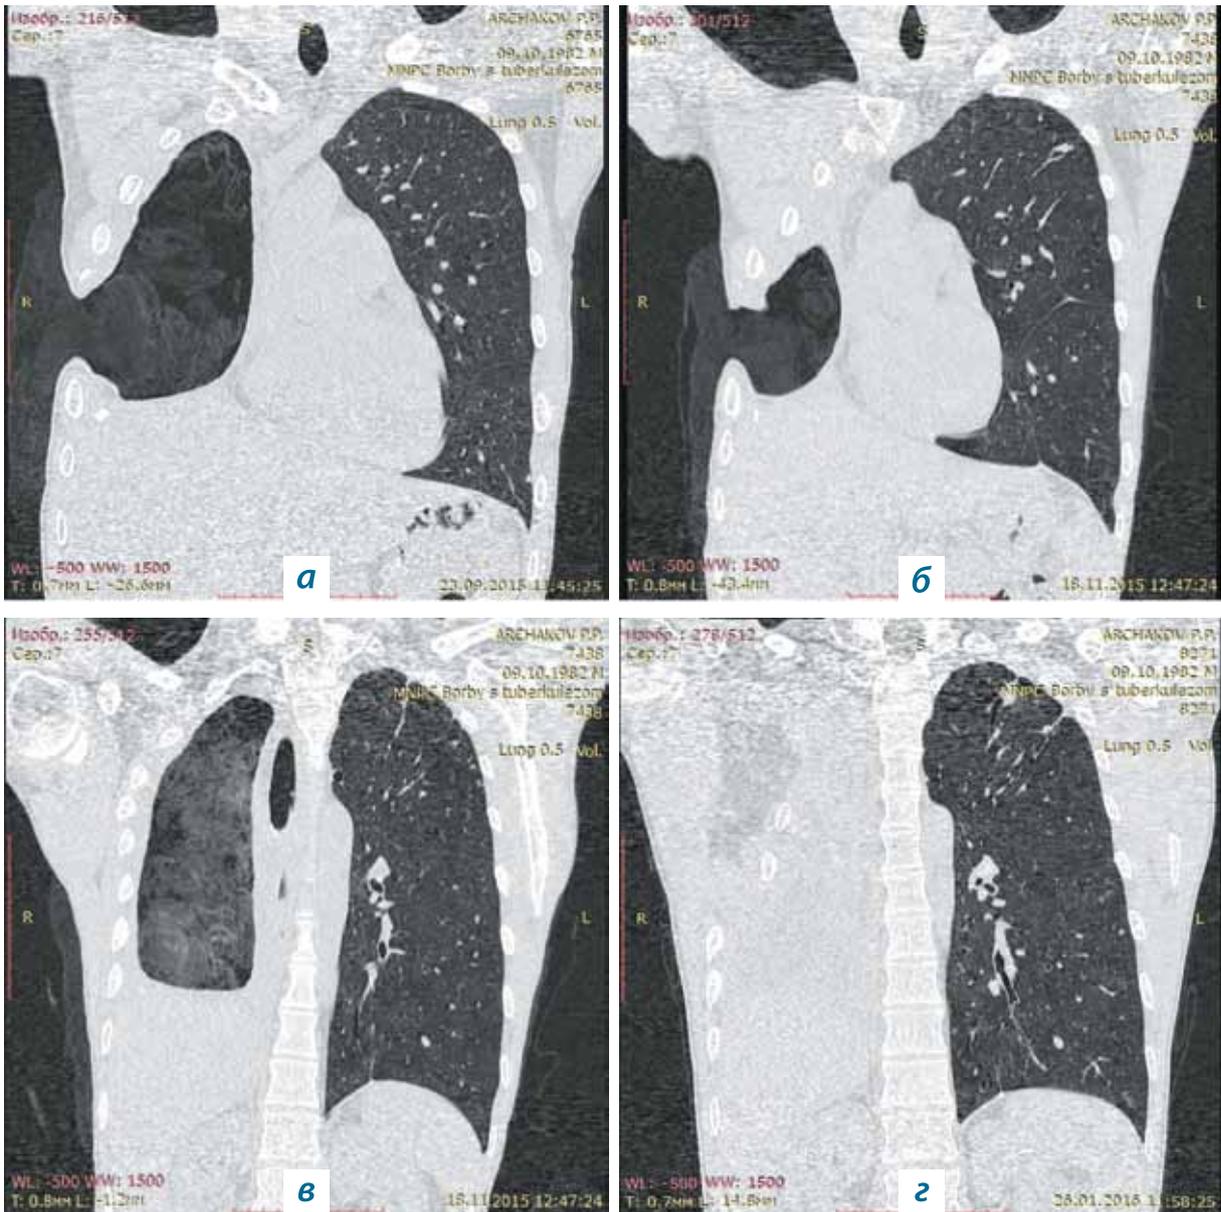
Результаты компьютерной томографии органов грудной клетки пациента А. на этапах лечения: а – начальный этап санации (сформирована торакостома); б – через 8 недель санации (передний участок ОПП); в – через 8 недель санации (основной участок ОПП); г – результат лечения: формирование фиброторакса
